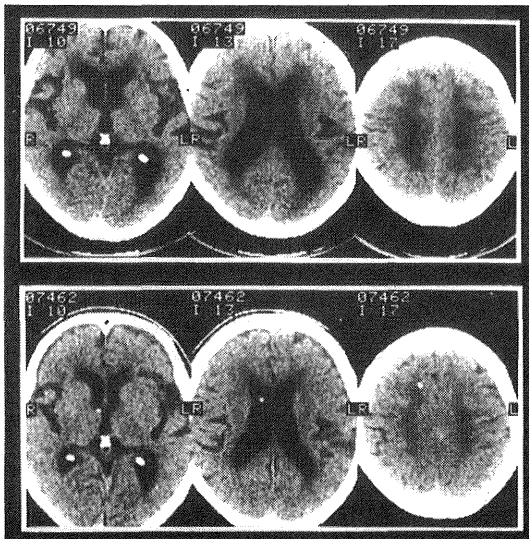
症例2の VP シャント前後の CT 像 (上段術前、下段術後)
